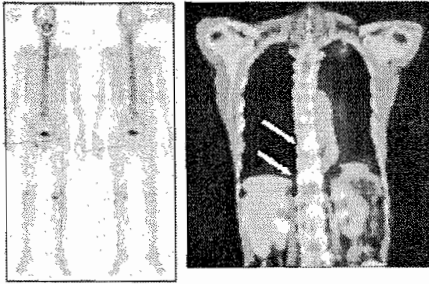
症例 6 (骨転移)。左：PET 施行直前の骨シンチグラム 右：PET/CT fusion 画像
